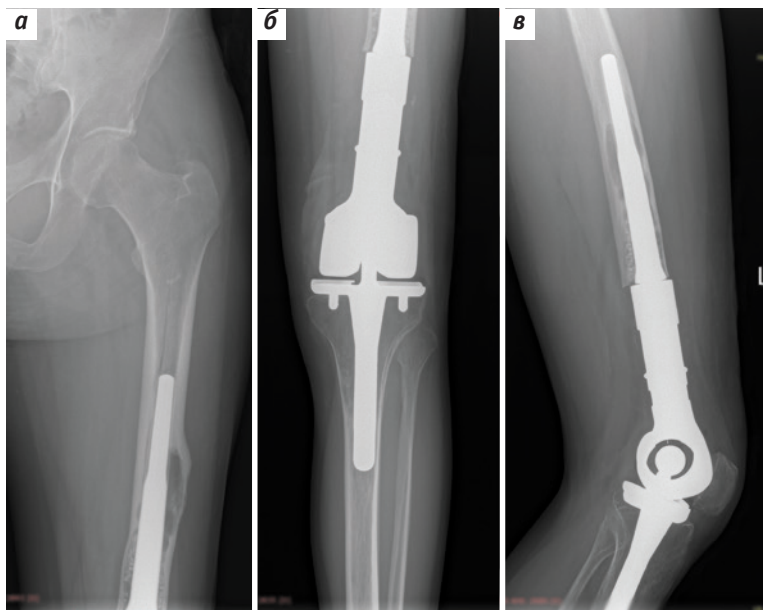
Рентгенография левого коленного сустава после повторного эндопротезирования: а, б – прямая проекция; в – боковая проекция
